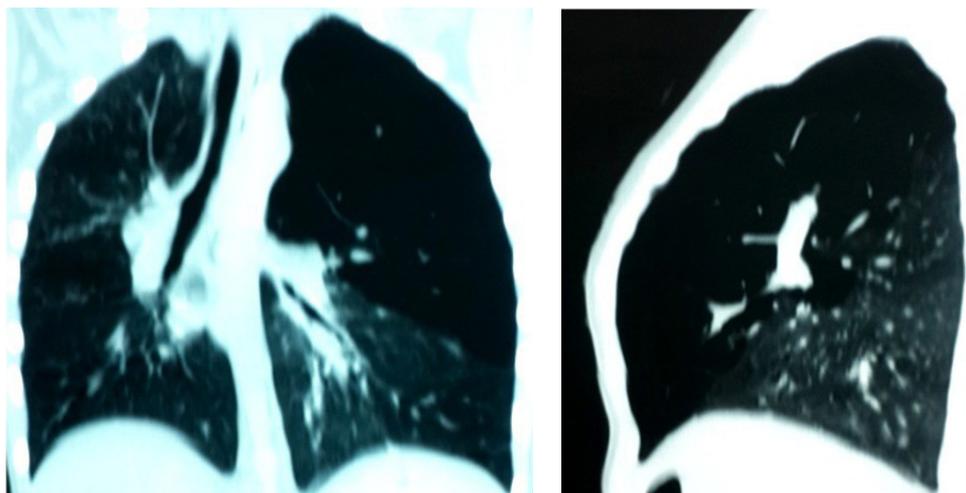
TC del Tórax Lóbulo superior y lingual hiperinsuflados con herniación contralateral y desviación mediastinal hacia la derecha Enfisema lobar congénito.
